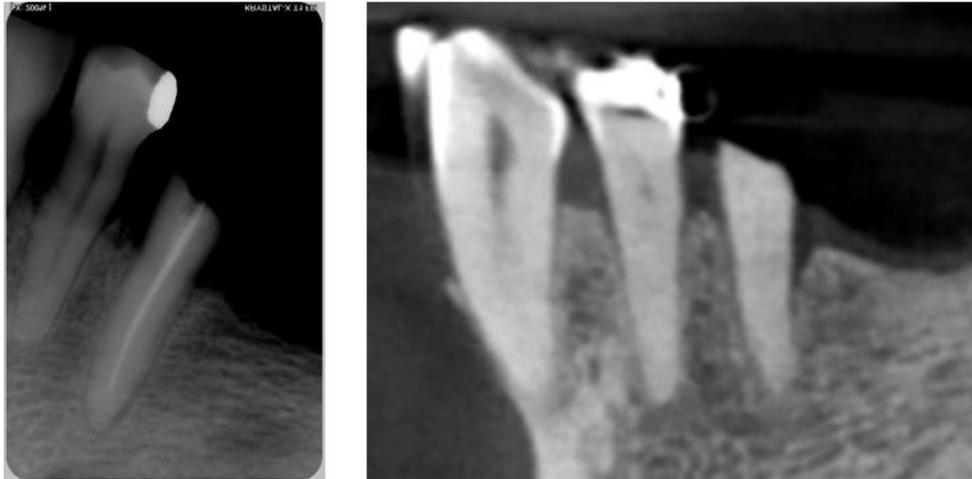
45 sur une radiographie rétro-alvéolaire (à gauche) et sur une coupe sagittale du CBCT (à droite) (examens radiographiques du Dr CALVO)
